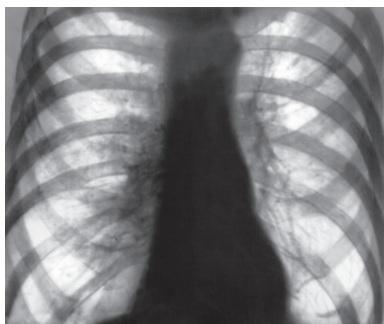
Рентгенограммы при эмфиземе легкого
